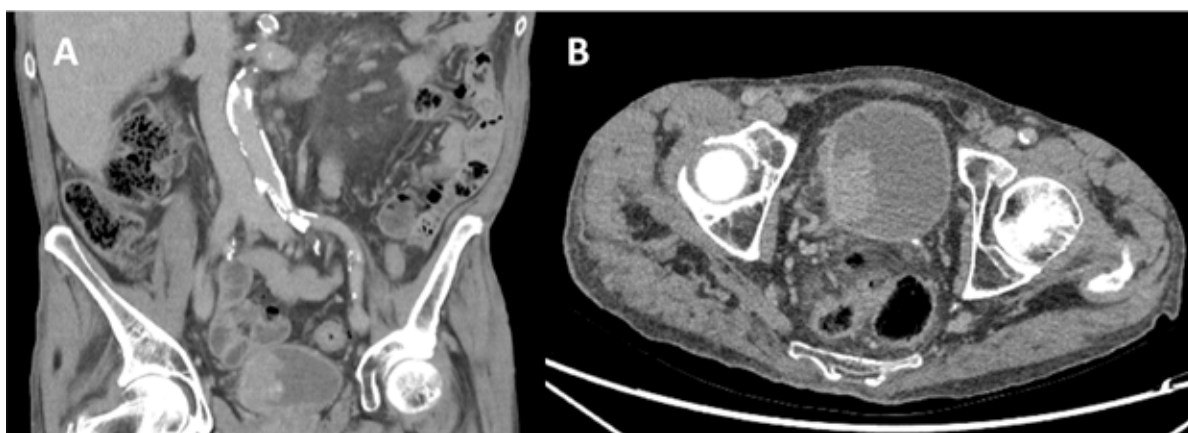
Corte coronal (A) y axial (B) del TC donde se evidenció la masa vesical (*).
